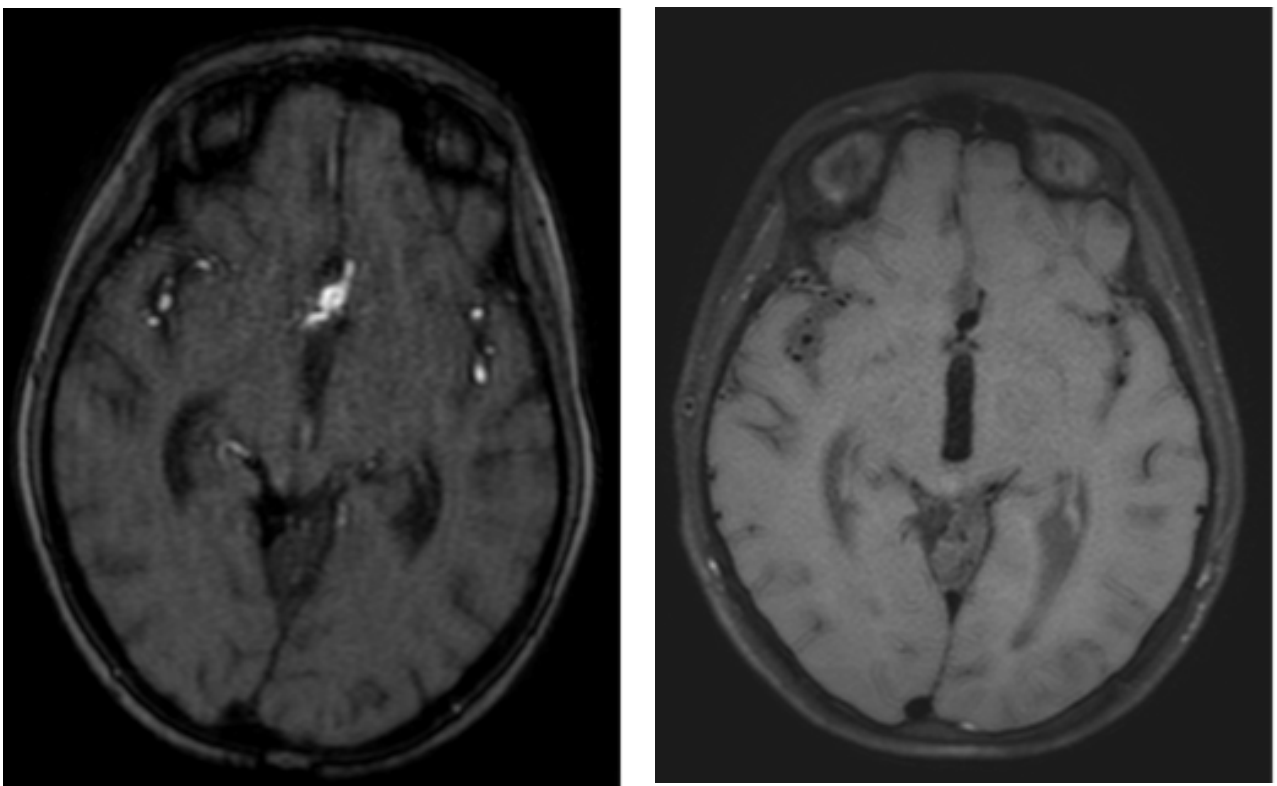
RM cerebral, secuencia blackblood: dilatación aneurismática de 8.1 x 5.9 mm en el segmento comunicante anterior e irregularidad con reducción de calibre en M1 derecho. La técnica suprime la señal de la sangre en movimiento, haciendo que la luz vascular se observe negra y permitiendo resaltar la pared arterial.
